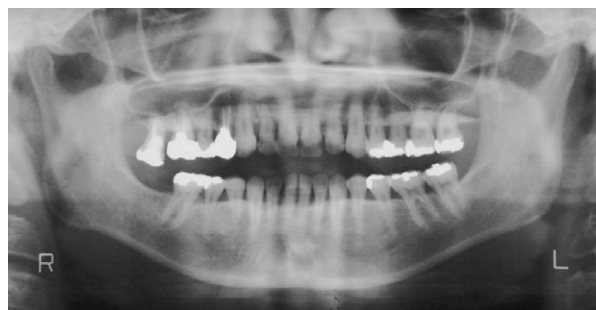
初診時のパントモX線写真 (2004年10月)
